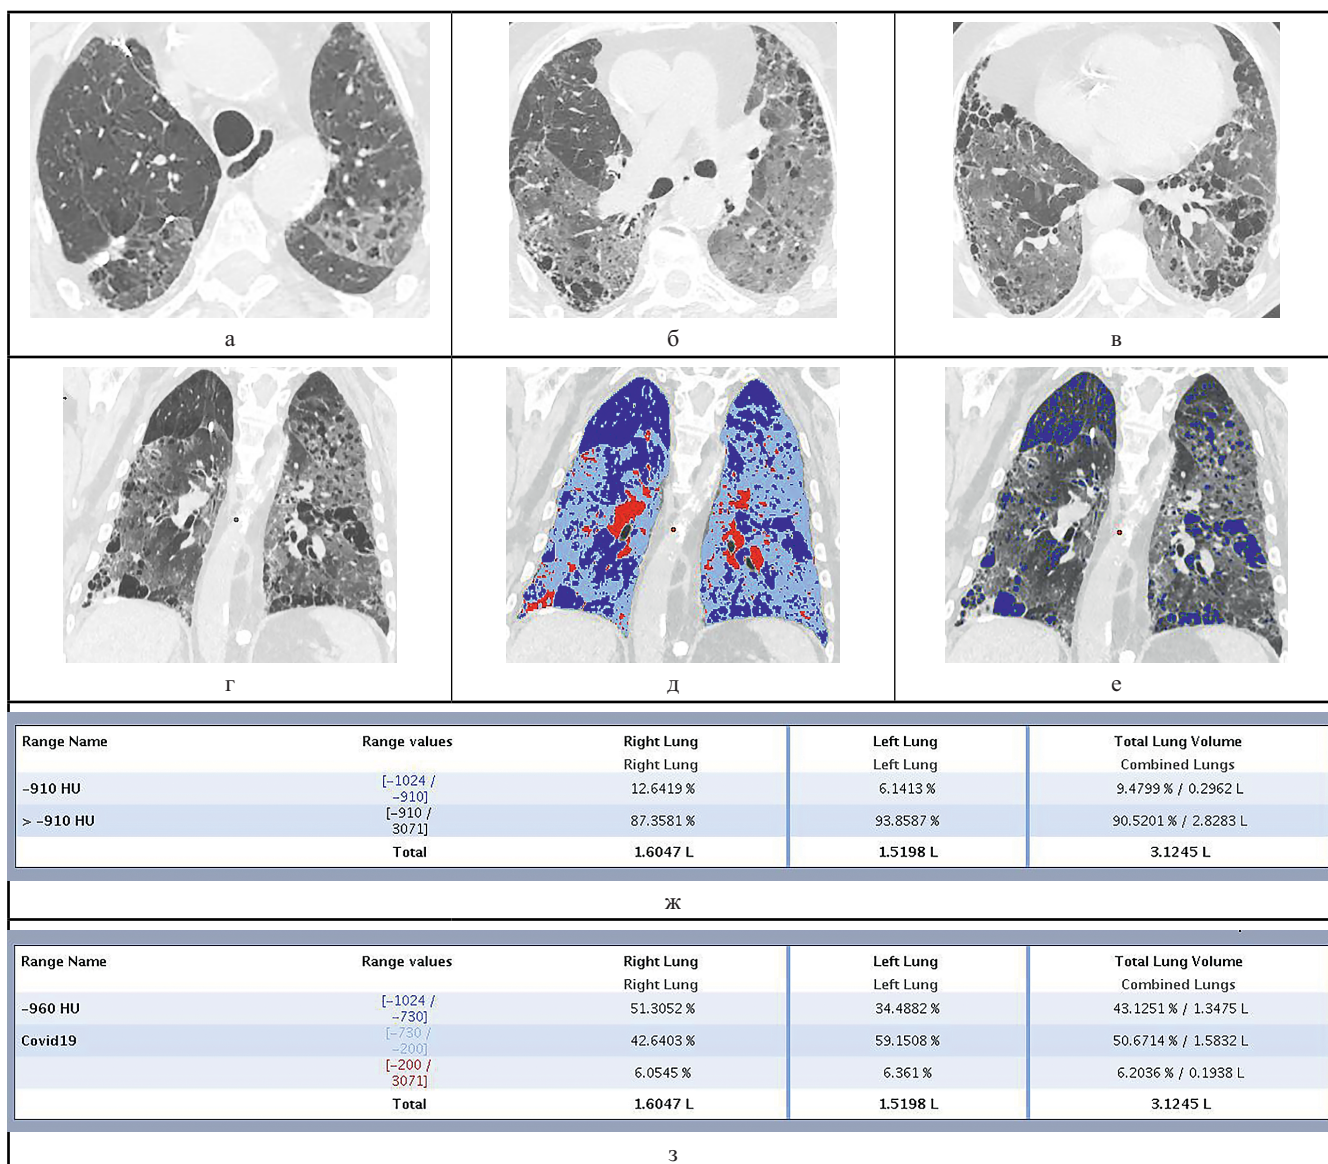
Компьютерные томограммы больного Р. (пояснения в тексте)
